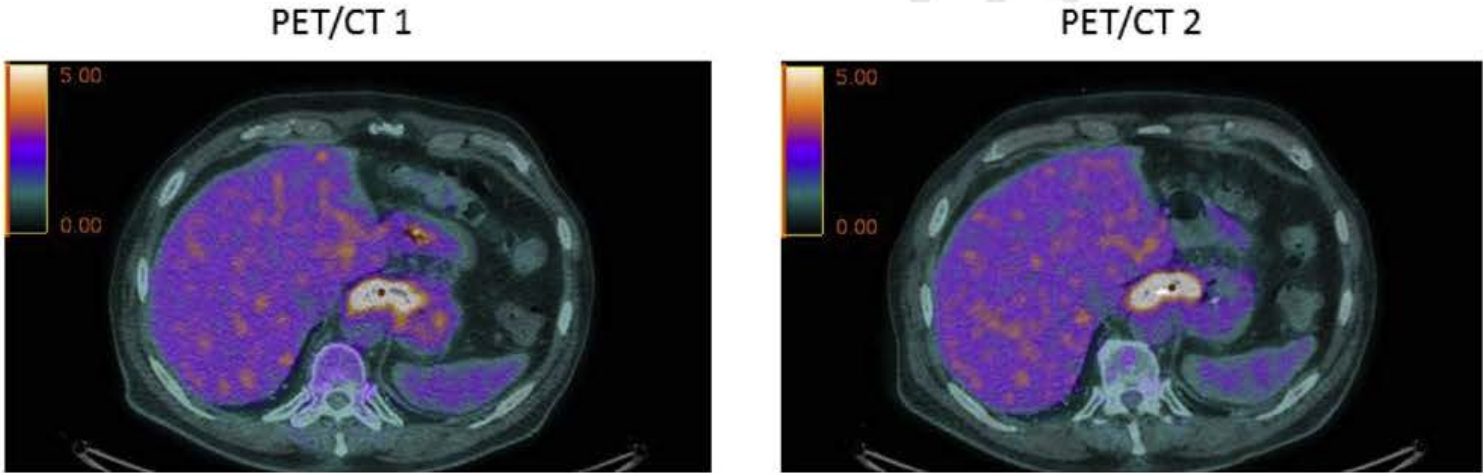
Representative ¹⁸F-FDG PET/CT images centred on the oesophageal cancer at baseline (PET/CT 1) and after 9 days of artificial nutrition (PET/CT 2) showing the absence of visual differences in ¹⁸F-FDG uptake (images acquired 60 min after ¹⁸F-FDG injection).
